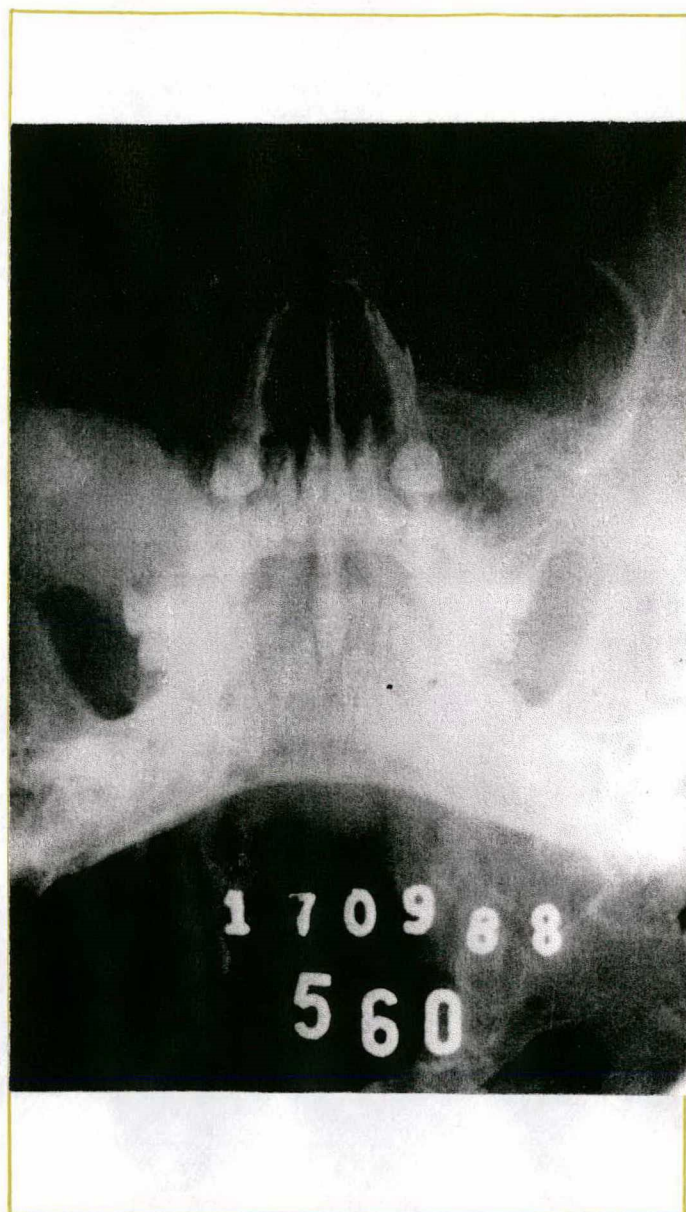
Radiografia Simples dos seios paranasais em incidência mento-naso demonstrando envolvimento do seio maxilar direito com padrão esclerótico.
